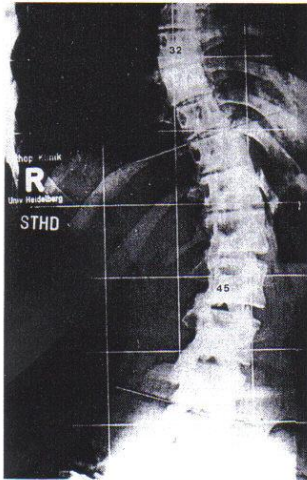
Patientin wie in Abb. 1, Röntgenbild bei unkorrigierter Haltung
